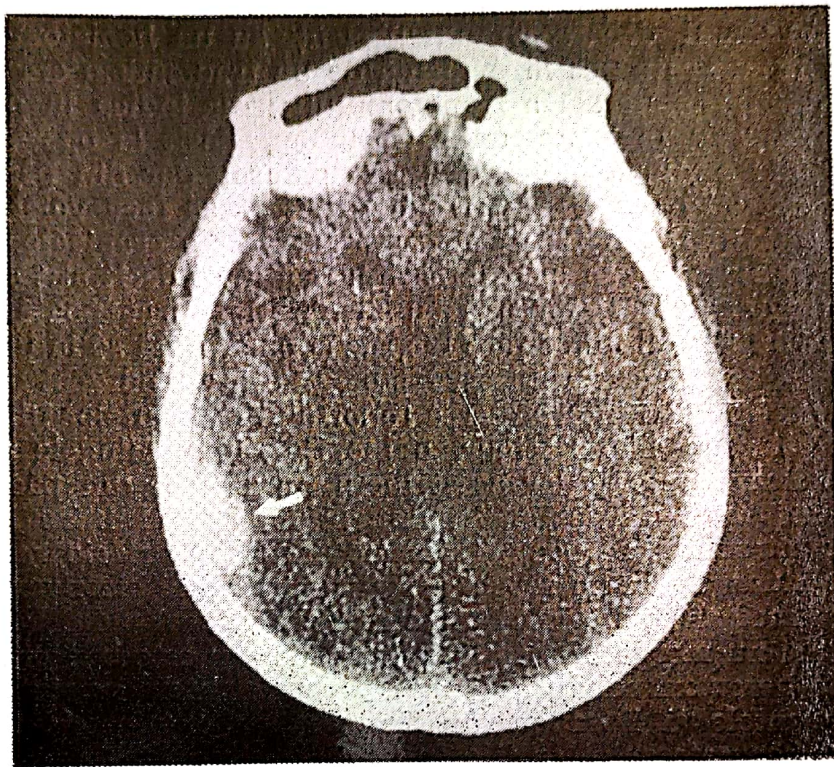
Tomografie computerizată arată sediul hematomului subdural.
